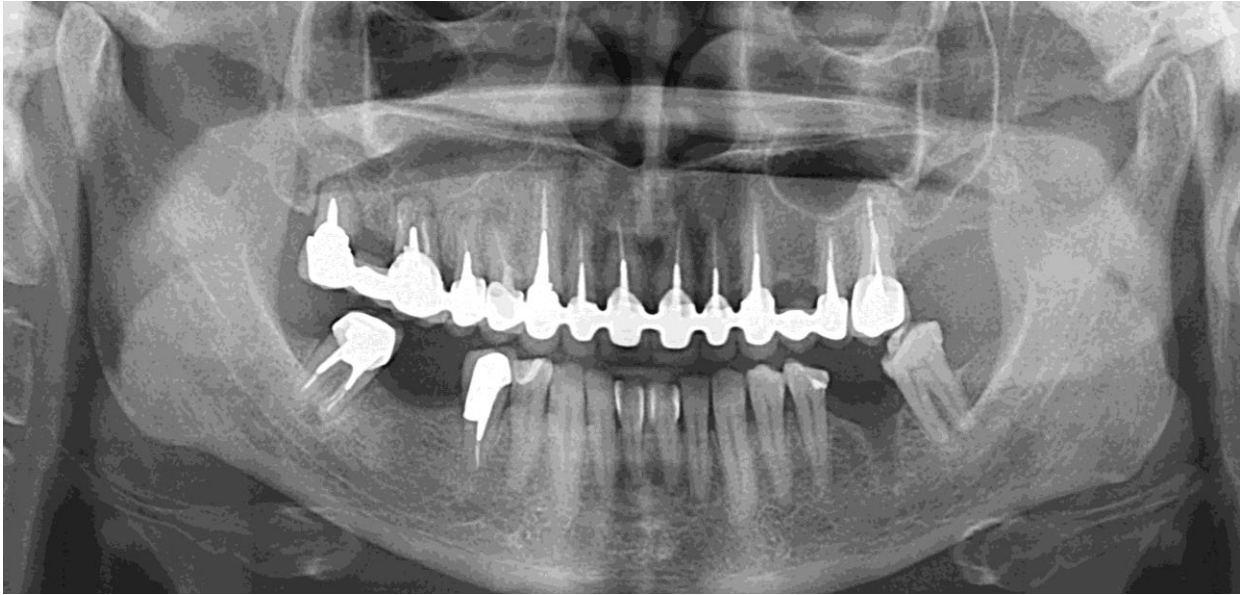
Ортопантомограма пац. К. 1975 р.н. ГП II – III ступеня тяжкості, ускладнений втратою 17, 24, 27, 36, 46 зубів. Зуби верхньої щелепи зашиновано незнімною конструкцією зі стабілізацією по дузі.
